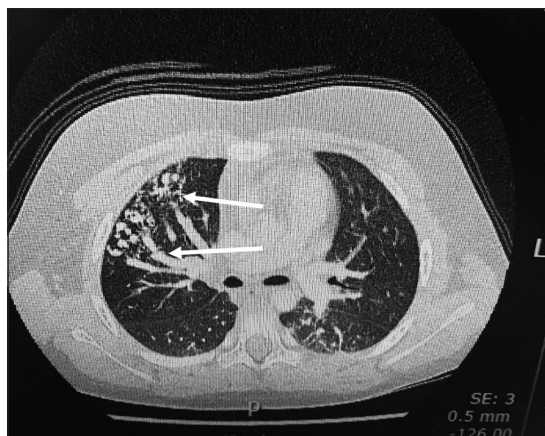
Angio-TC de tórax. En corte axial, por debajo del nivel de la carina, se observan: múltiples imágenes tubulares y redondeadas, que corresponden a estructuras vasculares aumentadas de calibre, que alcanzan la pleura, en relación al segmento anterior del LSD, sugerentes de fistulas arteriovenosas (flechas).
